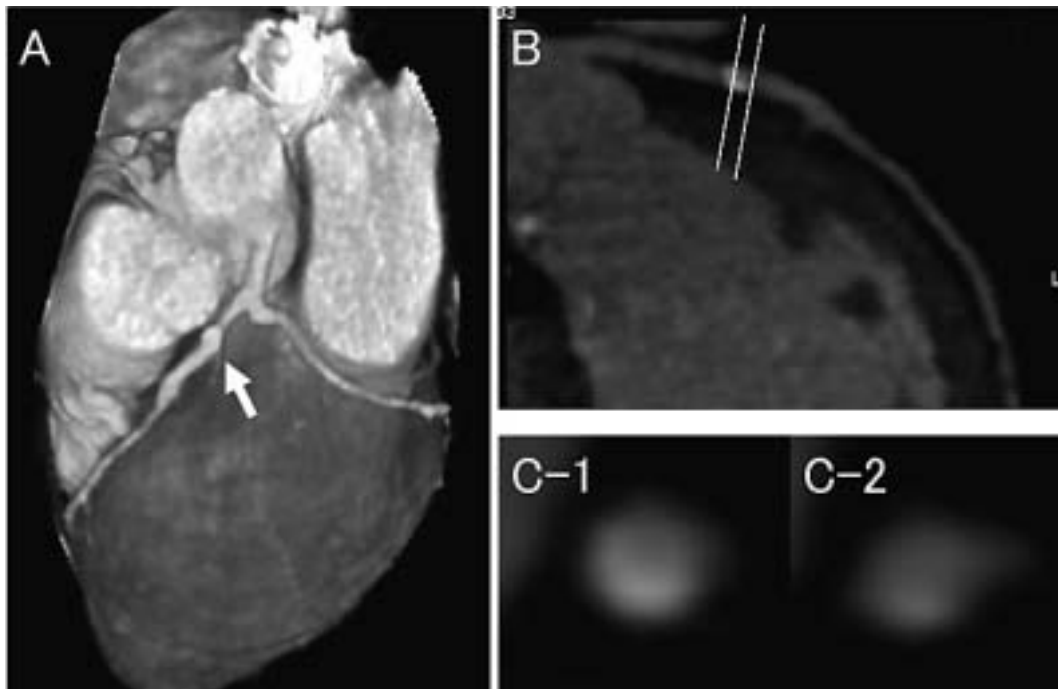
Case 8. Multislice spiral computed tomography images
